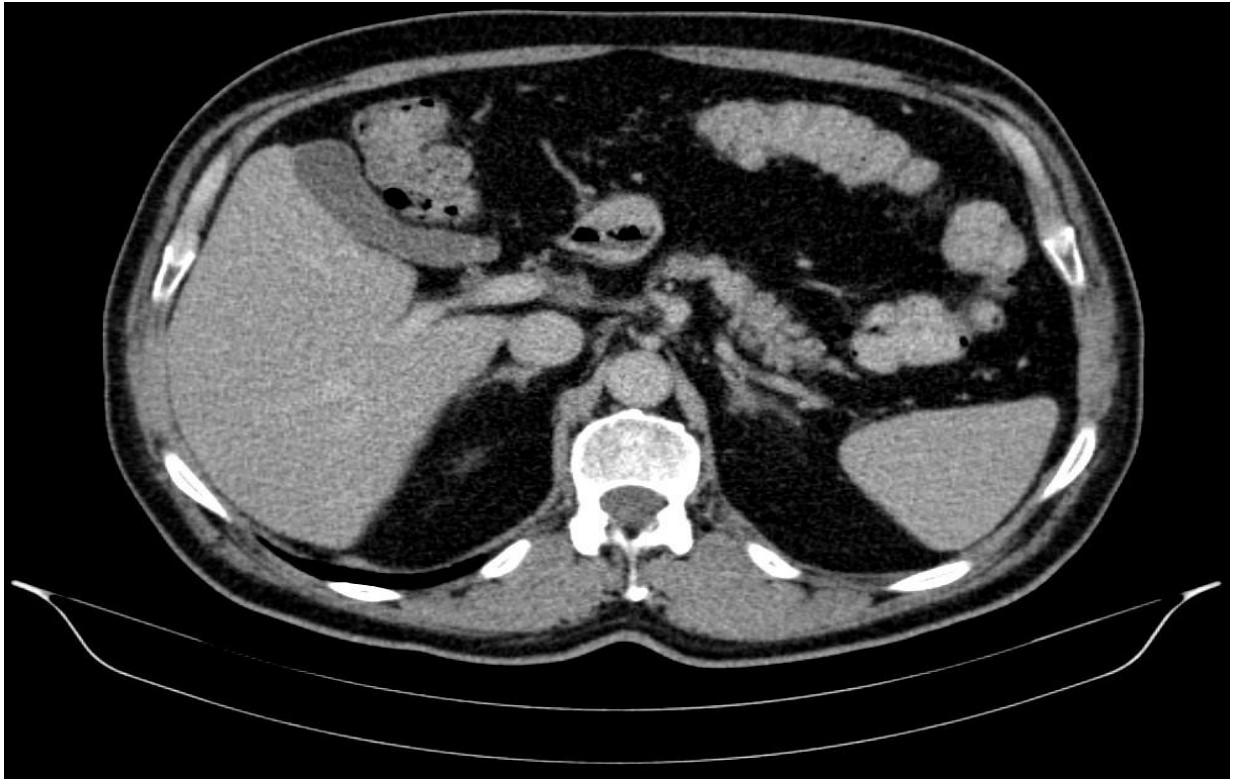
Контрольная КТ органов брюшной полости органов брюшной полости в аксиальной проекции с внутривенным контрастированием после 8 курсов НАХТ (29.11.2022): ранее определявшаяся опухоль поперечно-ободочной кишки не визуализируется
